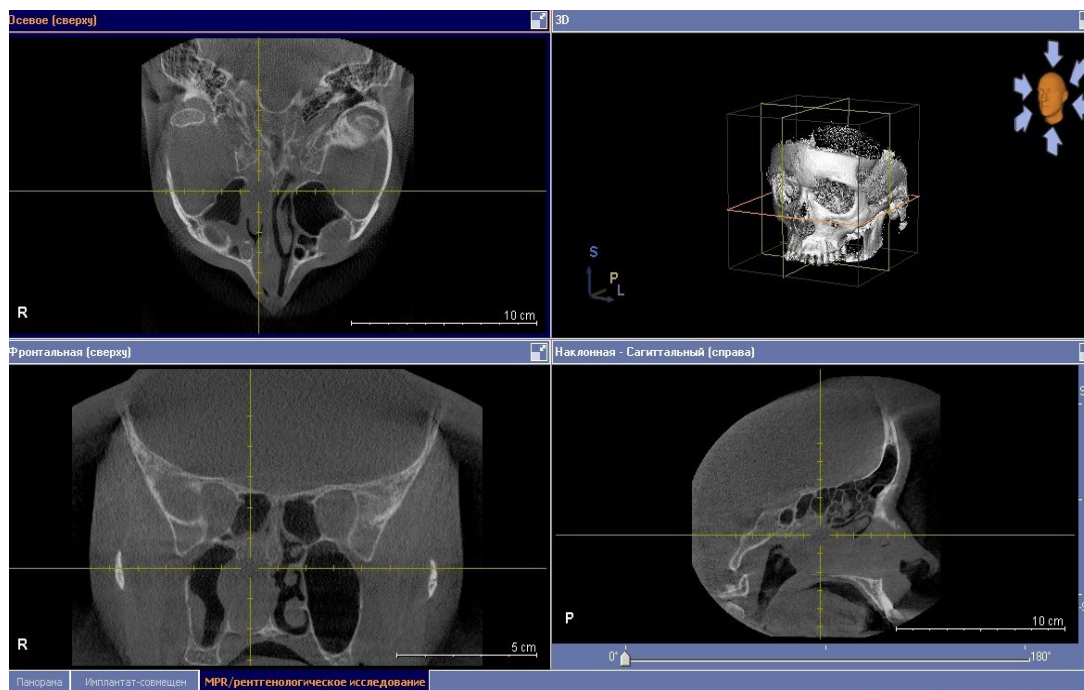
Конусно-лучевая компьютерная томография околоносовых пазух пациентки М., 40 лет
